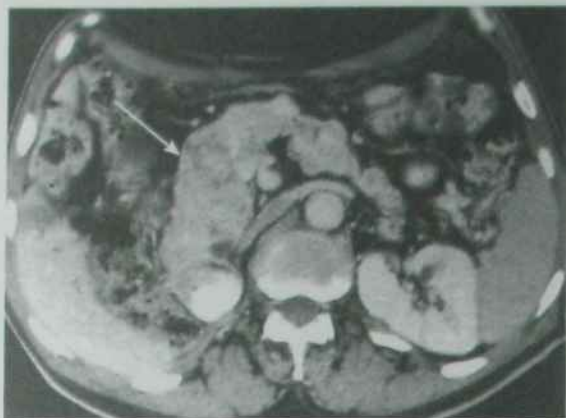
КТ черевної порожнини, аксіальний зріз: метастази раку в підшлункову залозу (стрілка)
